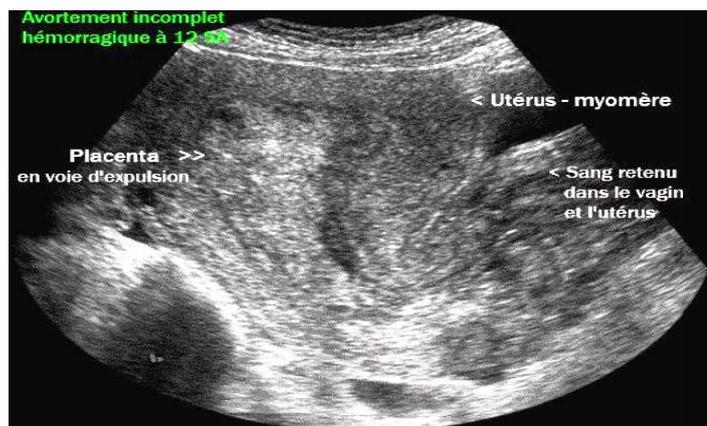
Image échographique d'un avortement incomplet [16]
